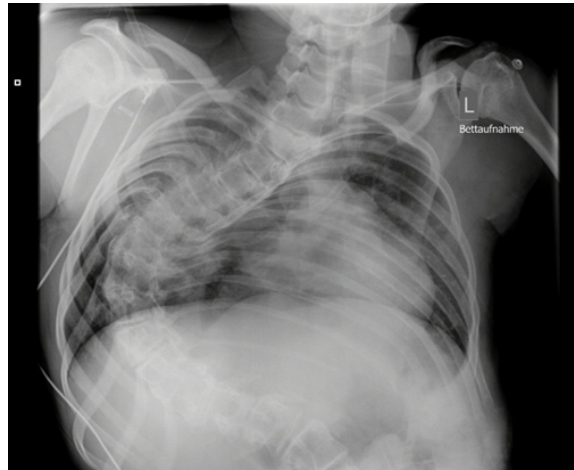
Röntgenbild Radiologie Uni Marburg, Kyphoskoliose (Uni Marburg 2014)
